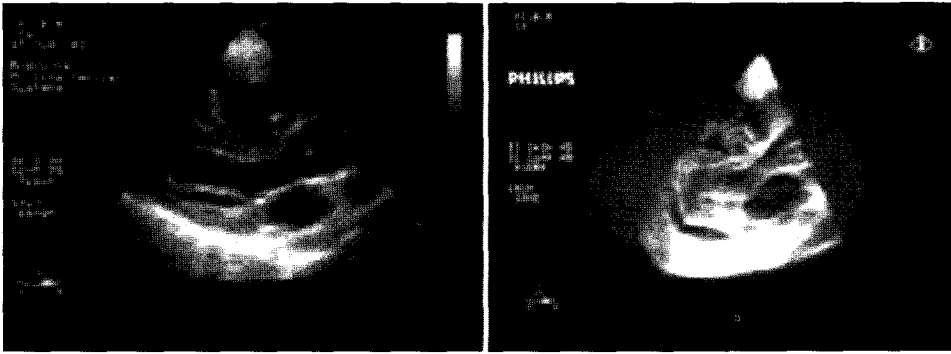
Acquired images of 2D (left) and real-time 3D(right) echocardiography.
